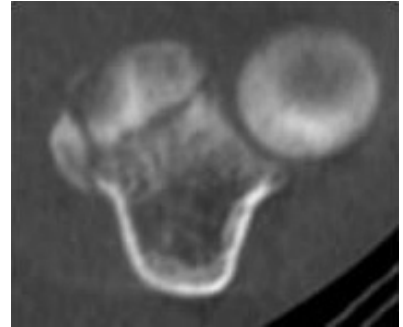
症例 5 術前単純 CT axial 像
